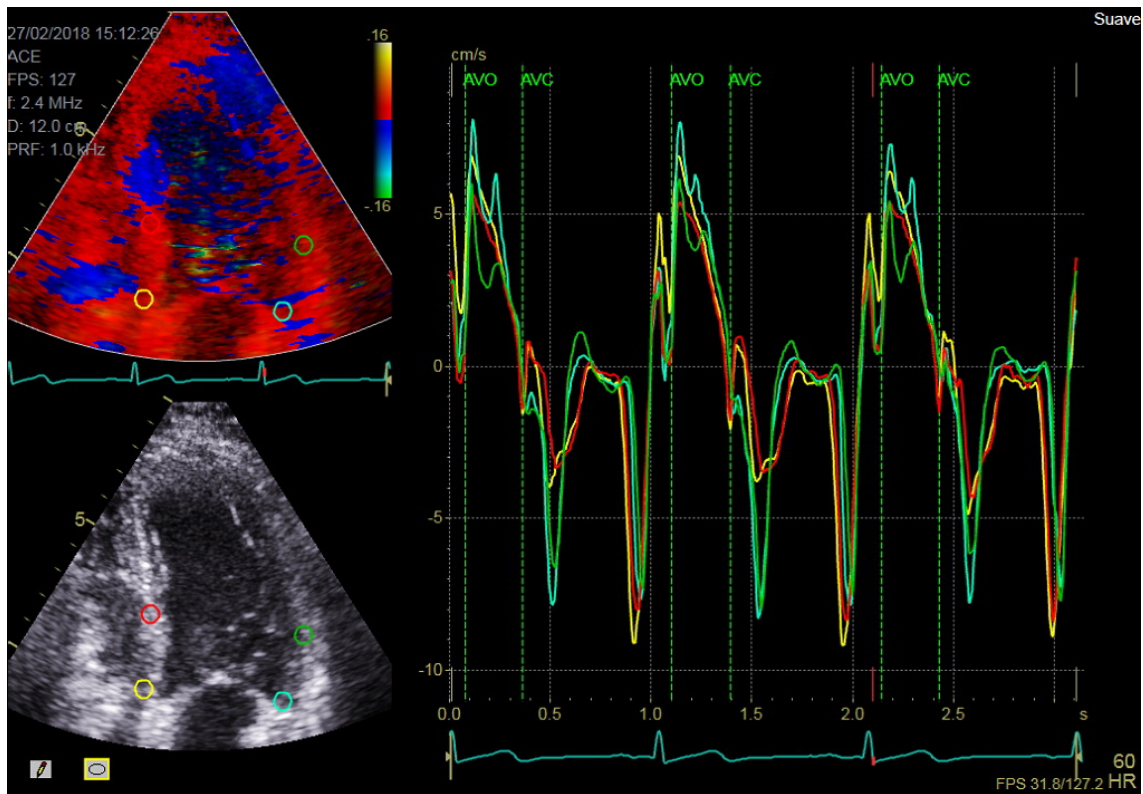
Doppler Tisular color
